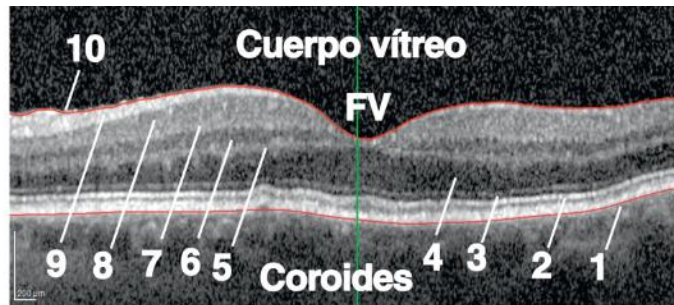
Esta tomografía óptica de la retina del ojo izquierdo muestra la foveola (FV, línea verde vertical que la atraviesa), demuestra que una serie de capas retinianas desaparecen en la foveola. Como se describe anteriormente en el texto, las capas retinianas, empezando en la coroides, se numeran del 1 al 10. Epitelio pigmentario de la retina (1); lámina de bastones y conos (2); membrana limitante externa (3); capa nuclear externa (4); capa plexiforme externa (5); capa nuclear interna (6); capa plexiforme interna (7); capa de células ganglionares (8); capa de fibras del nervio óptico (9), y membrana limitante interna (10). (Por cortesía del Dr. Roma Desai, O.D.)
